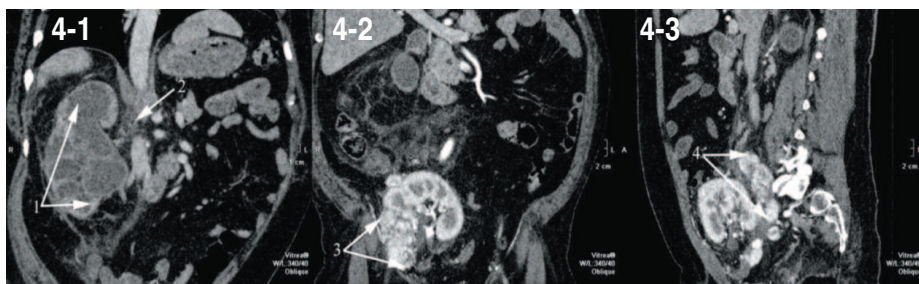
СКТ (пояснения в тексте)
